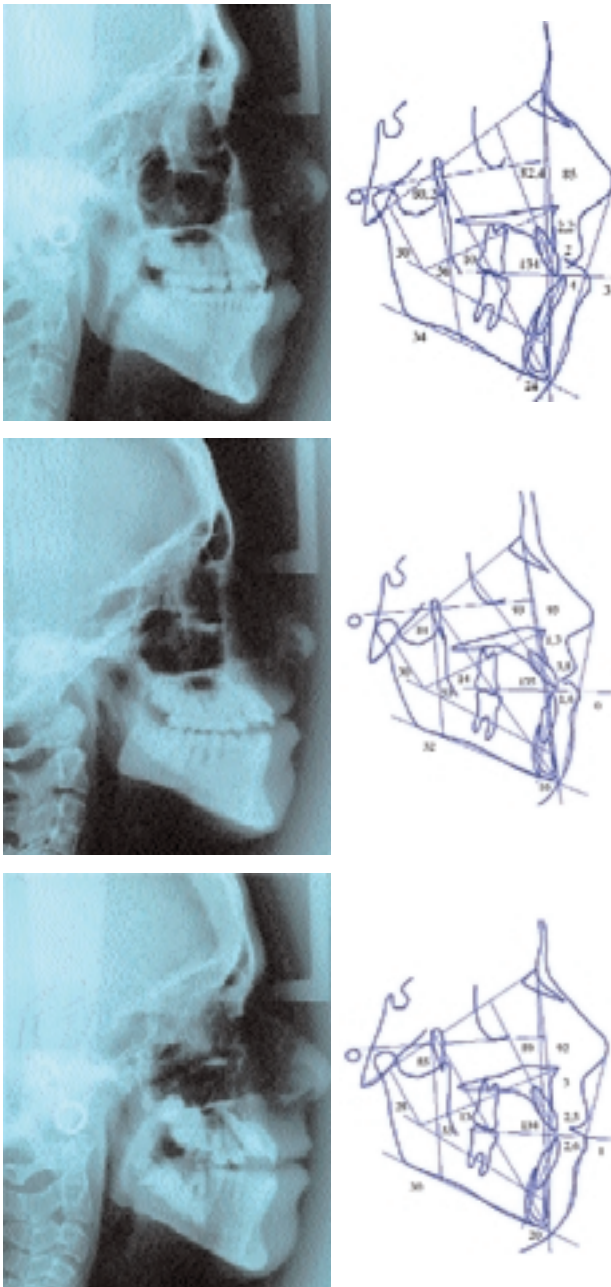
Telerradiografía lateral de cráneo y trazado cefalométrico (con valores seleccionados de Ricketts) de los tres hermanos.
